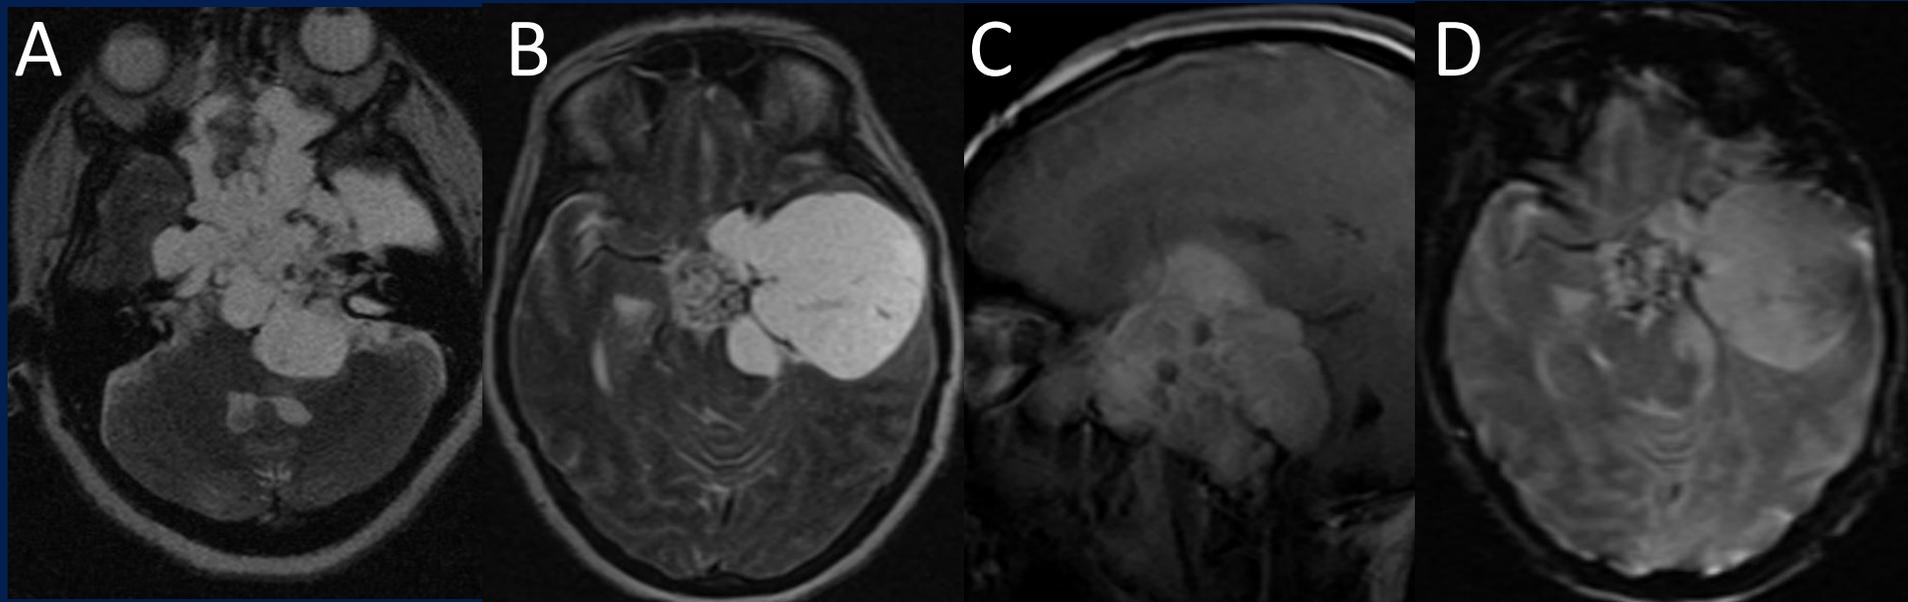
RM con contraste. (A y B) T2 axial en diferentes niveles. (C) T1 con contraste, corte sagital. (D) GRE corte axial.
